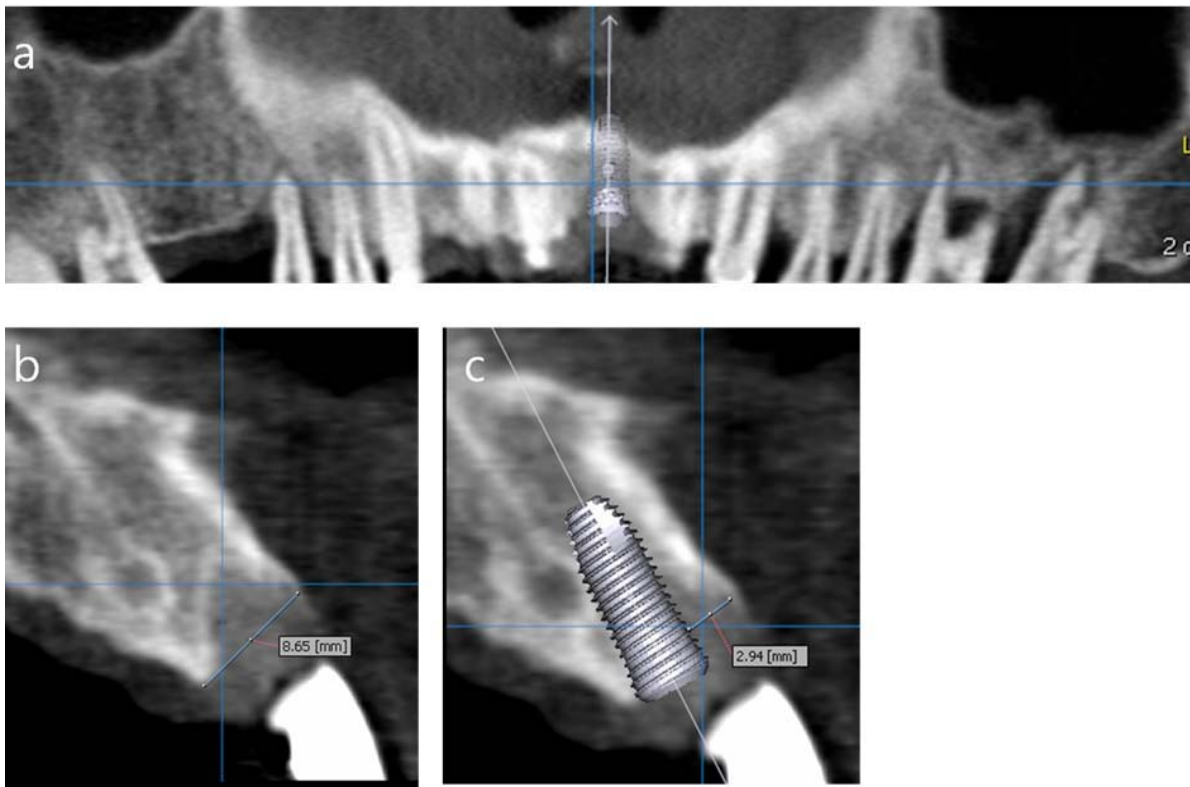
CT analysis for surgical planning showing (a) panoramic reconstructed view (b) axial view (c) axial view with implant fixture of 4.3 x 12 mm.
